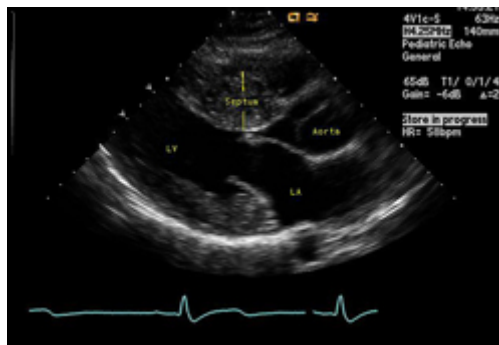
Visualização de ecocardiografia de eixo longo - hipertrofia septal assimétrica
